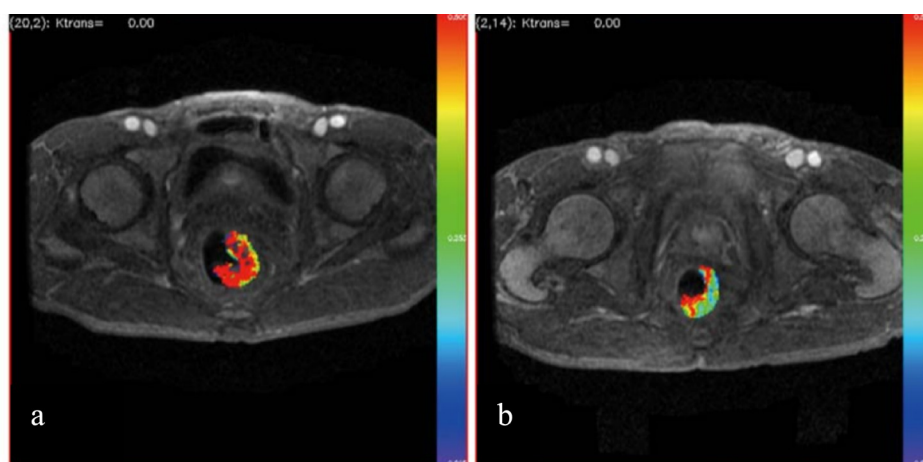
DCE-MRT- farbkodierte Abbildung des K_{trans} ; rot- blau : hohe- niedrige Werte; a: Tumor vor neoadjuvanter Therapie, b: pathologisch komplette Response (239)
